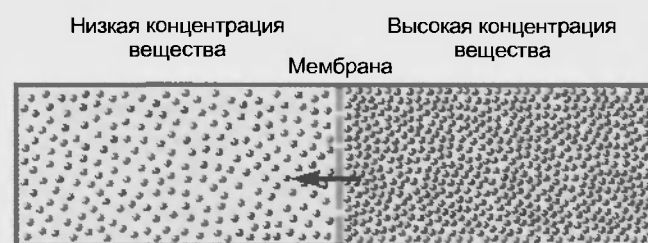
Диффузия в сосуде, разделенном пористой перегородкой
